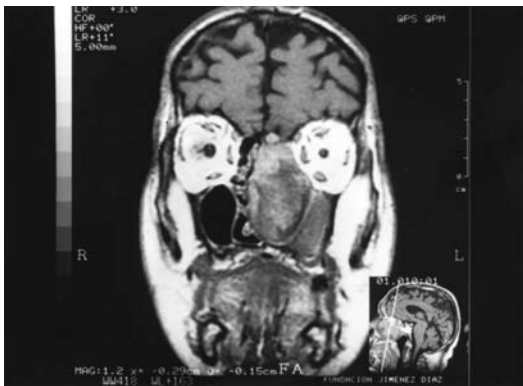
Resonancia magnética nuclear en la que se aprecia la existencia de un tumor etmoidal izquierdo que afecta a la órbita pero no a la fosa craneal anterior.
